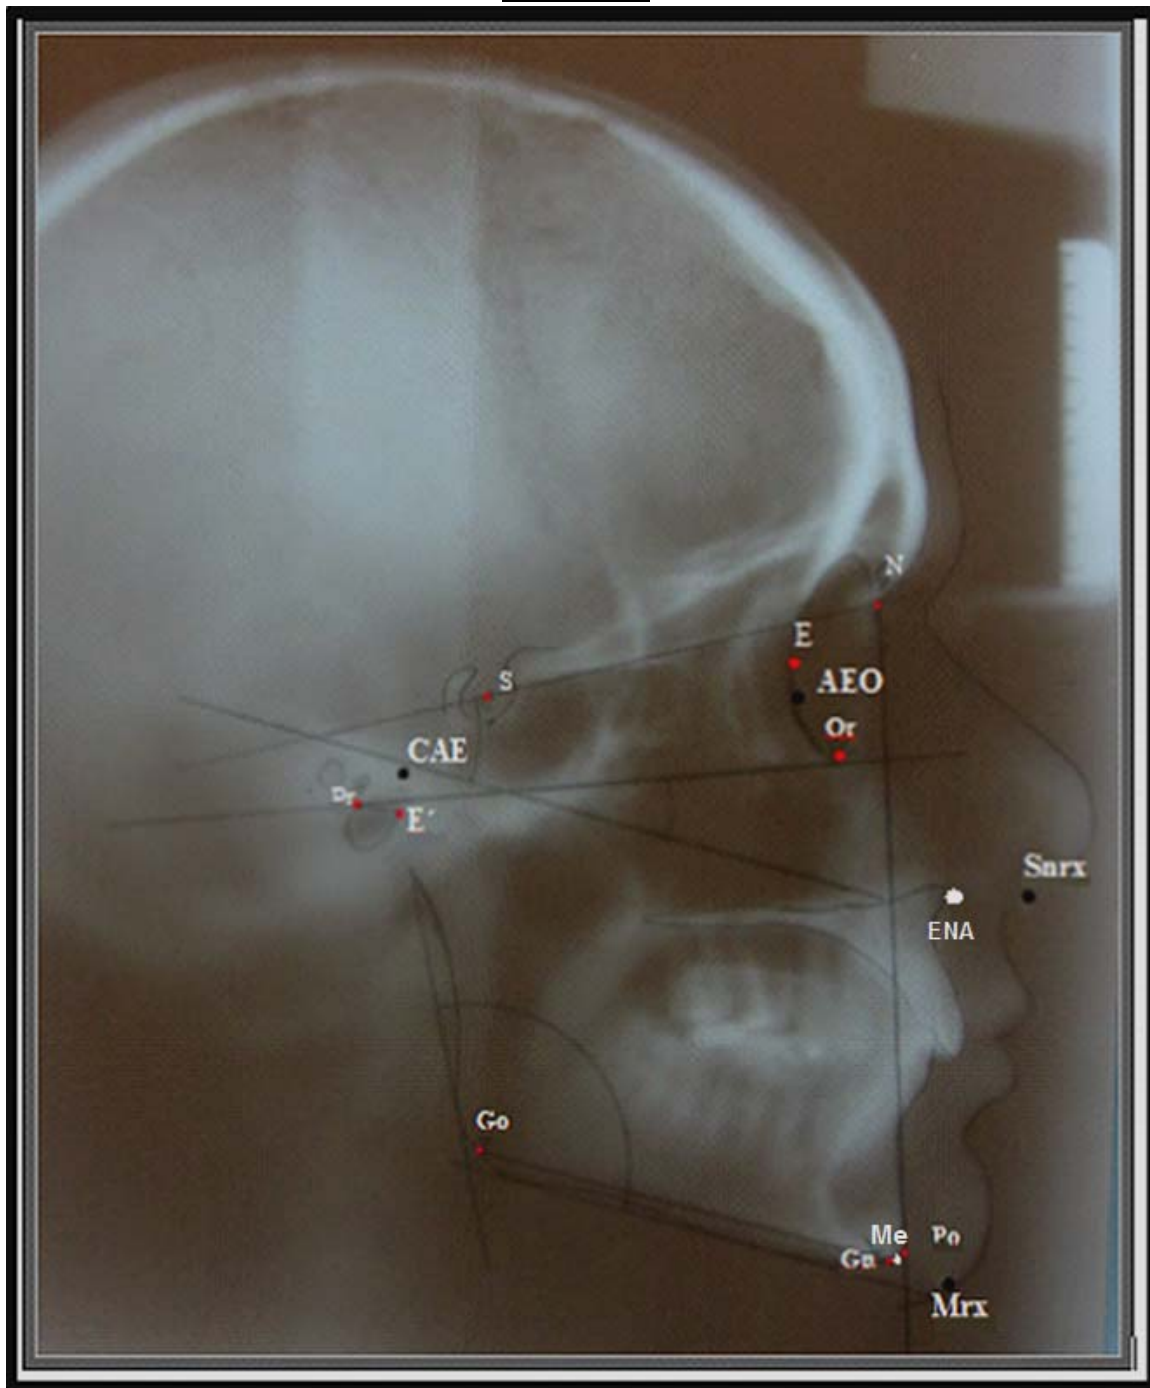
Teleradiografía de Perfil con los puntos plomados señalizando los puntos AEO, CAE, Snrx y Mrx.
